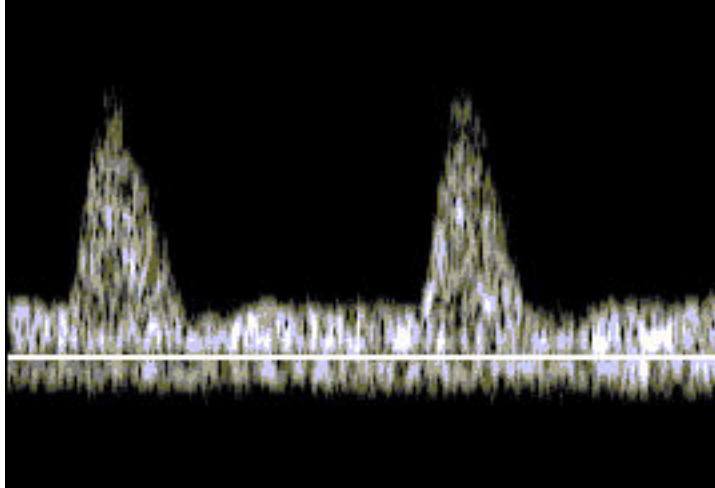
Imagini Doppler anormale pe a. uterină maternă
